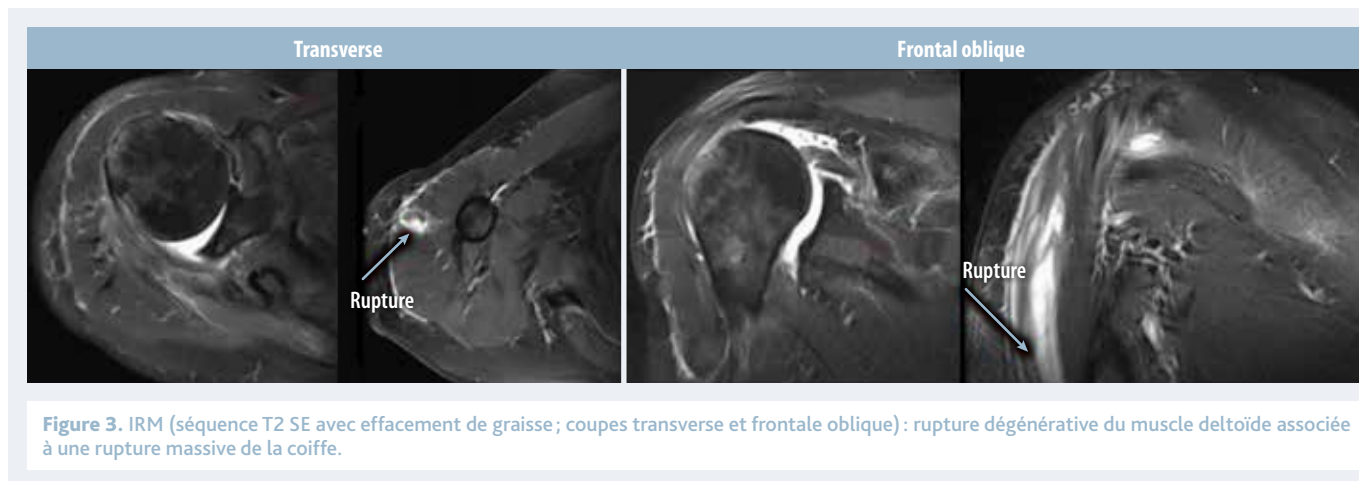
IRM (séquence T2 SE avec effacement de graisse ; coupes transverse et frontale oblique) : rupture dégénérative du muscle deltoïde associée à une rupture massive de la coiffe.
